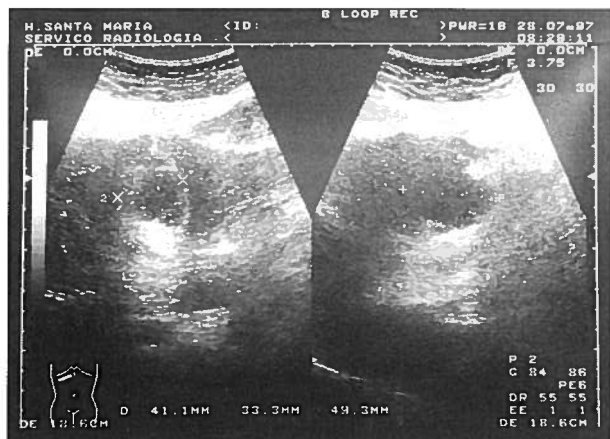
Ecografia hepática de 28-07-97
